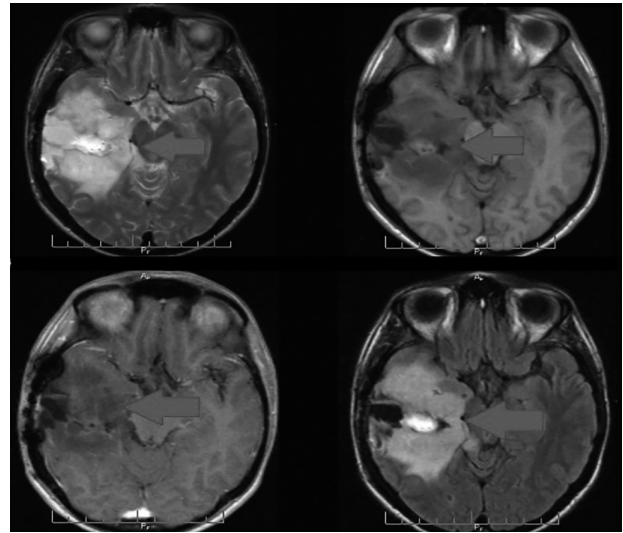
МРТ вышеописанной пациентки 60 лет с астроцитомой правой лобной доли
